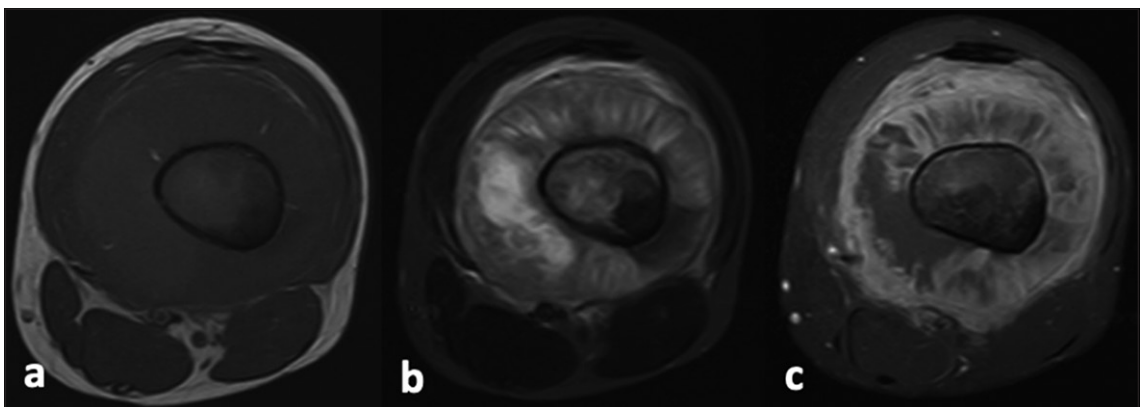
Imágenes seleccionadas de una resonancia magnética del fémur izquierdo, correspondientes a imágenes axiales en secuencias T1 (a), STIR (b) y T1 con saturación grasa postcontraste (c). Es visible un tumor óseo con extensión circunferencial a las partes blandas extraóseas, desplazando e interrumpiendo al periostio, con múltiples áreas de necrosis y sangrado intralesional, así como áreas hipointensas en las diferentes secuencias que corresponden a matriz de mineralización ósea. Estos hallazgos son compatibles con un osteosarcoma (con comprobación al estudio anatomopatológico).
